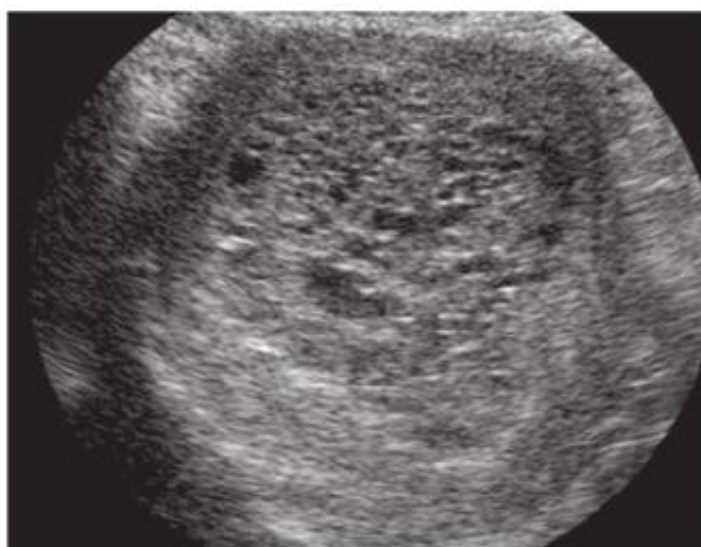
Échographie de grossesse molaire.
